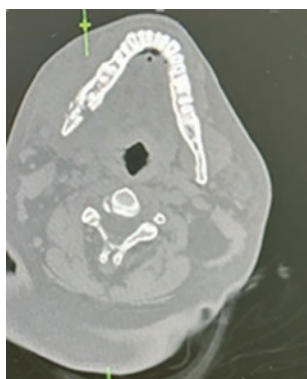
КТ челюстно-лицевой области от 31.07.22. Определяется деструкция тела нижней челюсти справа с наличием периостальной реакции и секвестров
